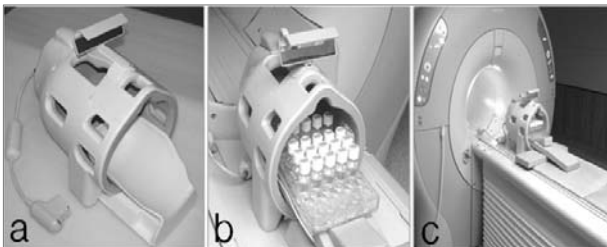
Head 코일(a,b) 및 MRI 장비(c)
